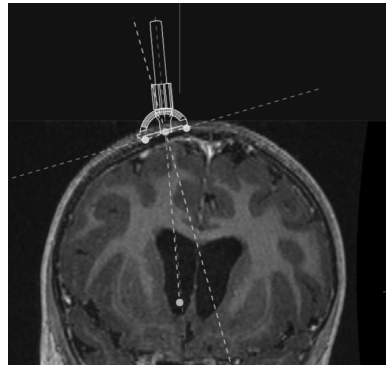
MRT in koronarer Schicht.
